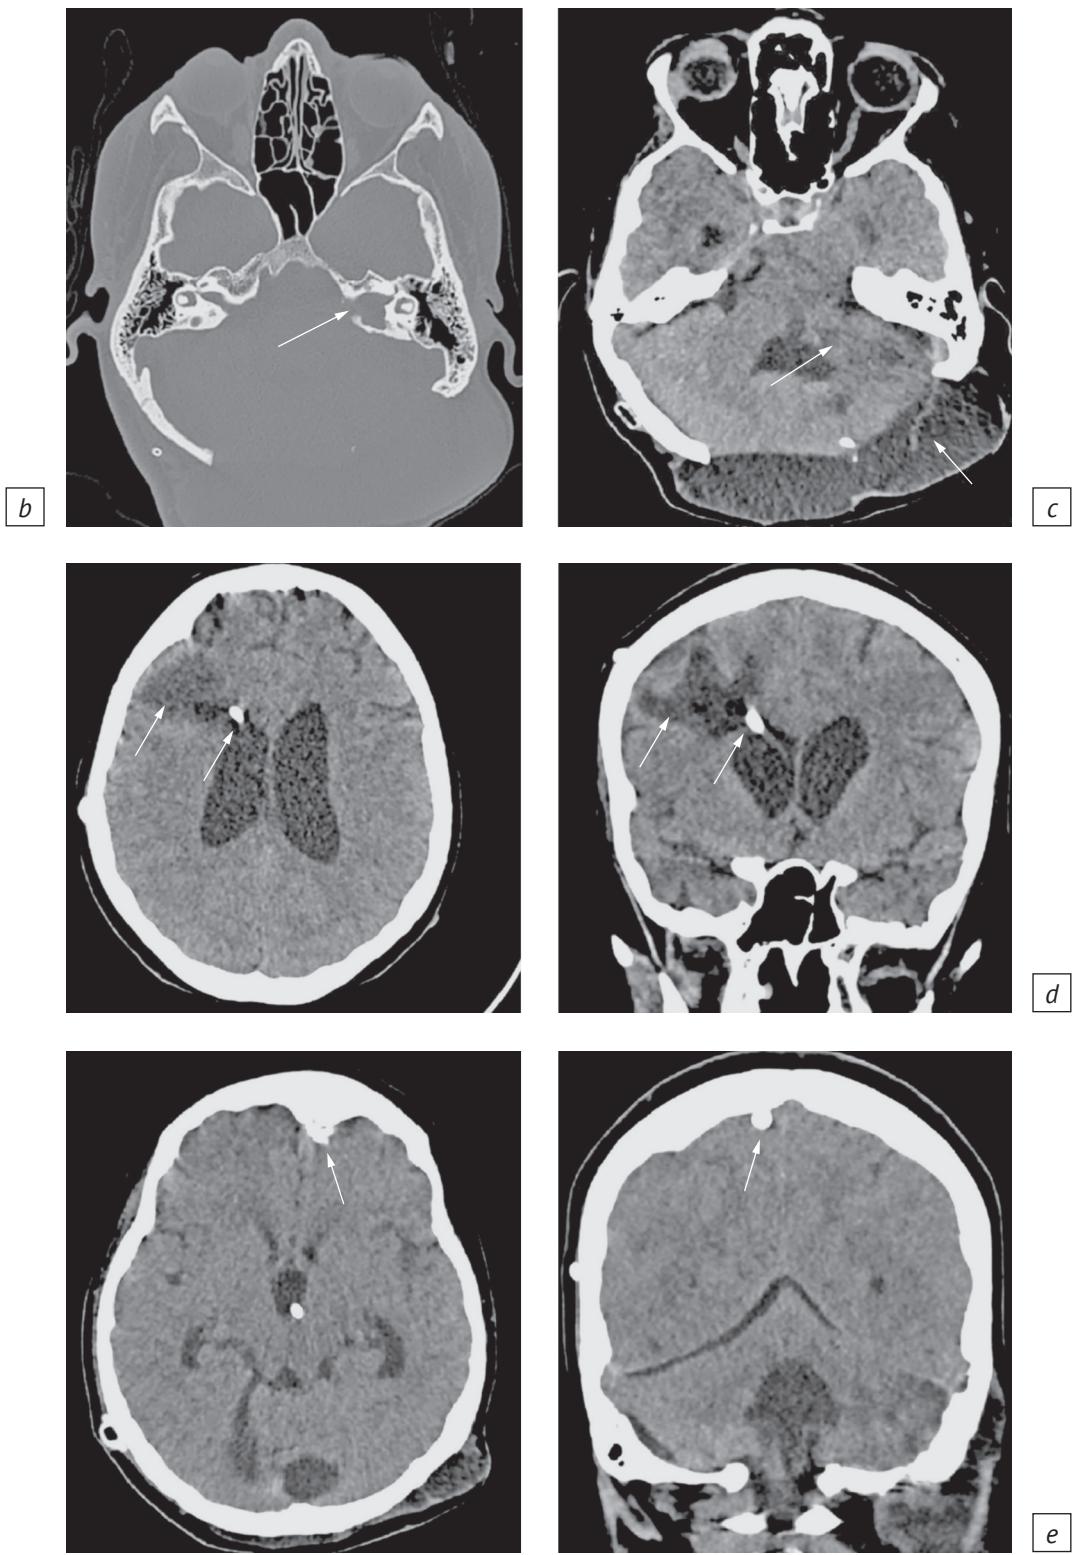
(продолжение). КТ головного мозга и черепа:
